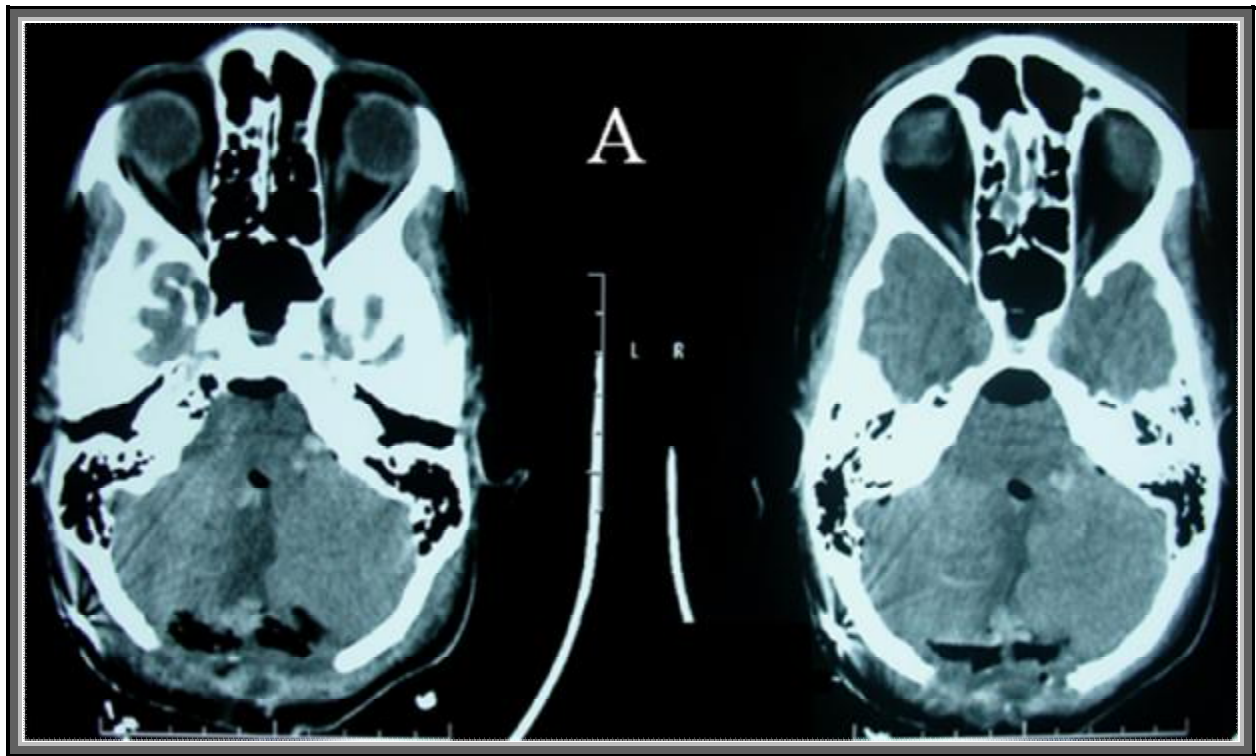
TDM cérébrale postopératoire immédiate (de la même patiente que les figures 15 et 16) montrant une exérèse complète de la tumeur. Patiente ayant bénéficié avant l'abord direct de la tumeur d'une DVP.
